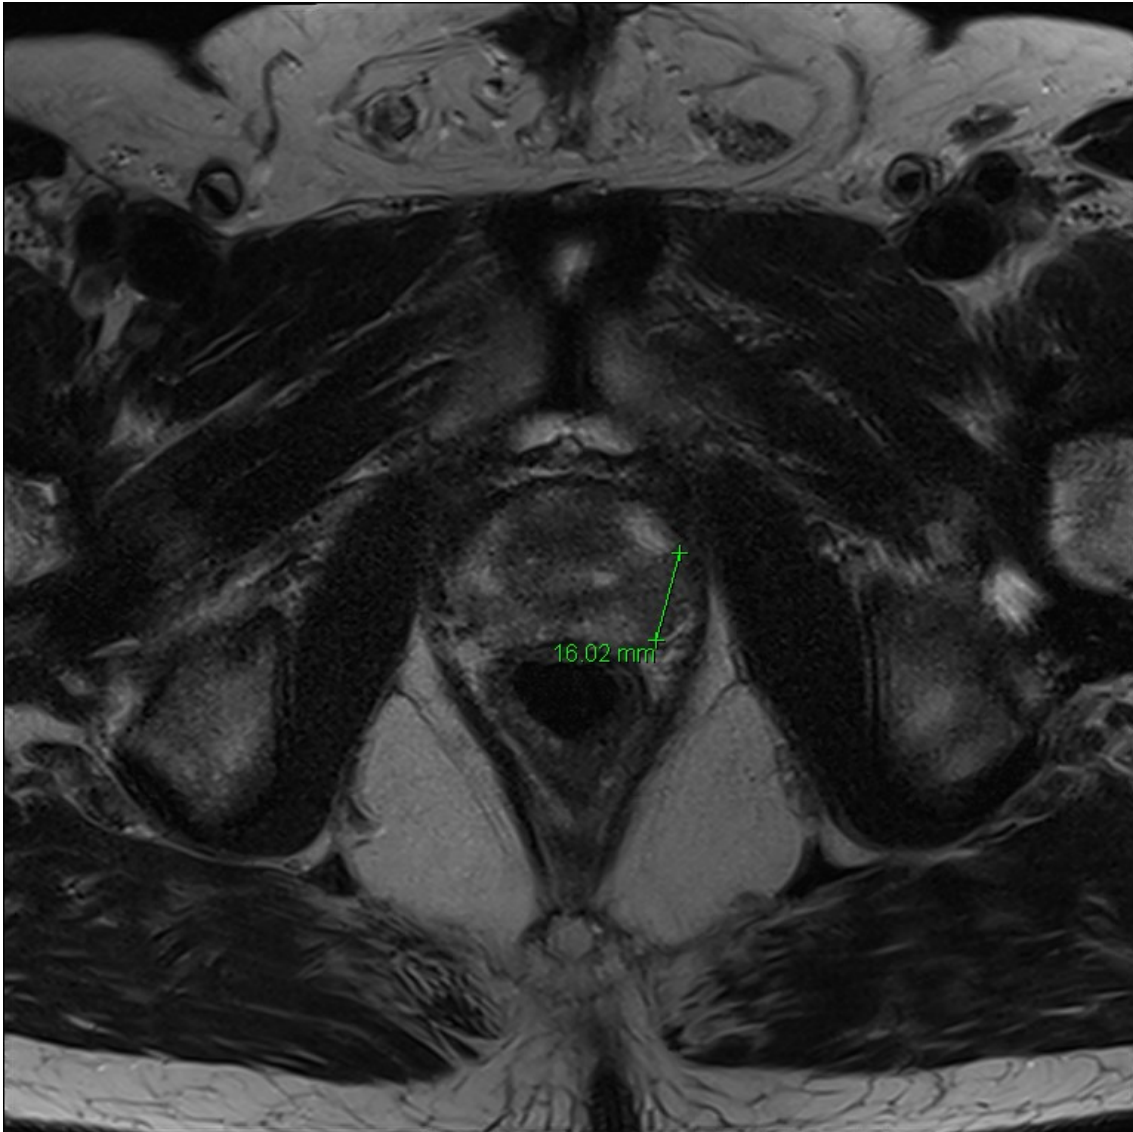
T2 gewichtetes MRT-Bild axial
